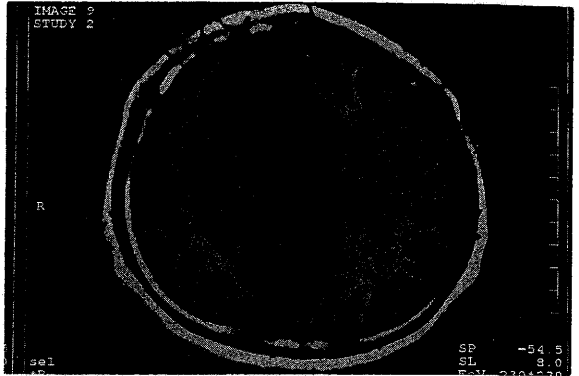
T<sub>1</sub>-weighted MR image. The lesion shows isointensity to the gray matter.
